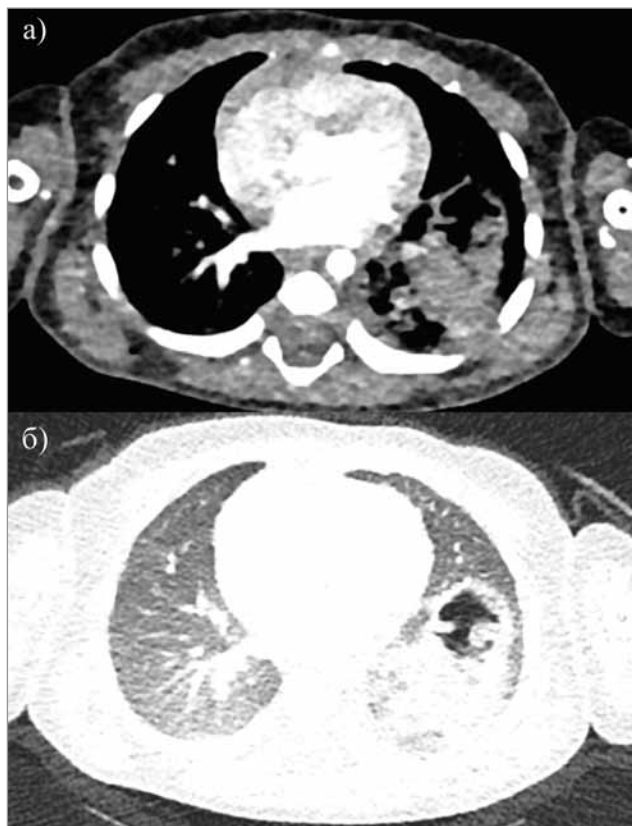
(а, б). Комп'ютерна томографія органів грудної клітки з внутрішньовенним контрастуванням дитини А., 6 міс.
